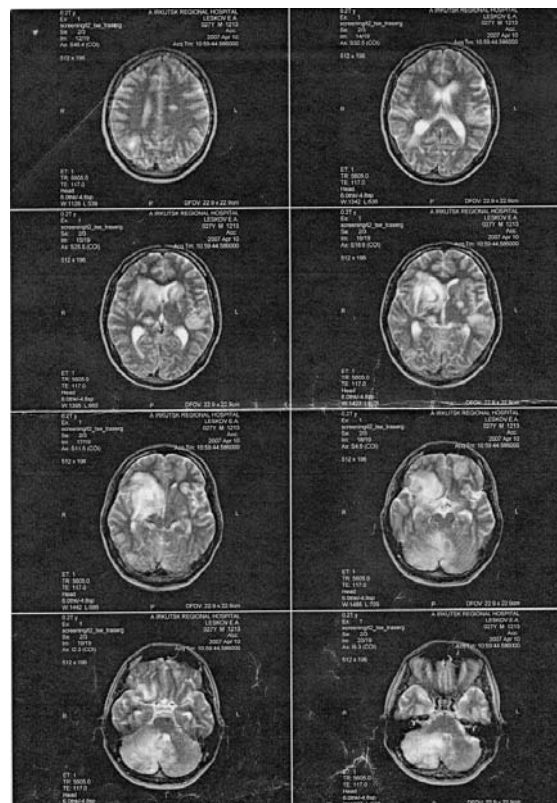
МСКТ головного мозга больного Л.
